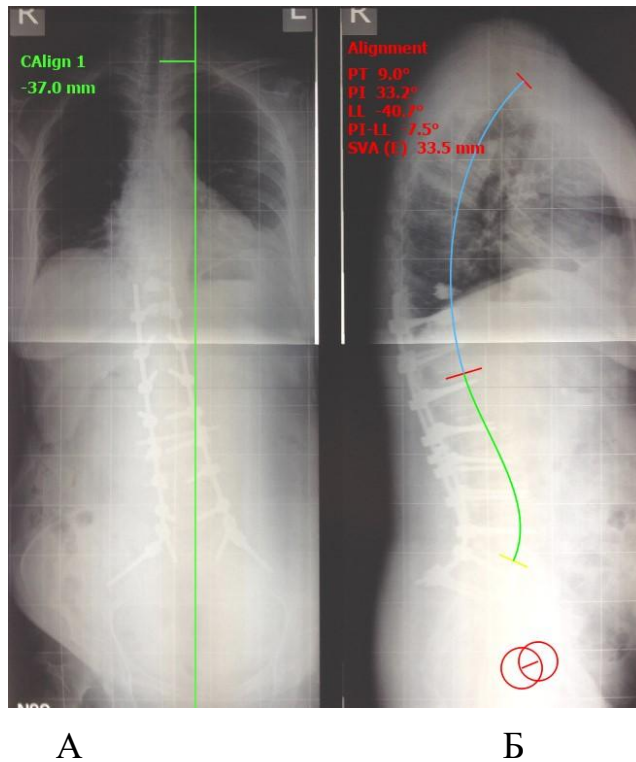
Телерентгенограмма пациентки З., 62 лет. 5-е сутки после операции. Коррекция сколиотической деформации, спондилосинтез Th11-S1-подвздошные кости, профилактическая вертебропластика Th<sub>10</sub>: А – прямая проекция; Б – боковая проекция
